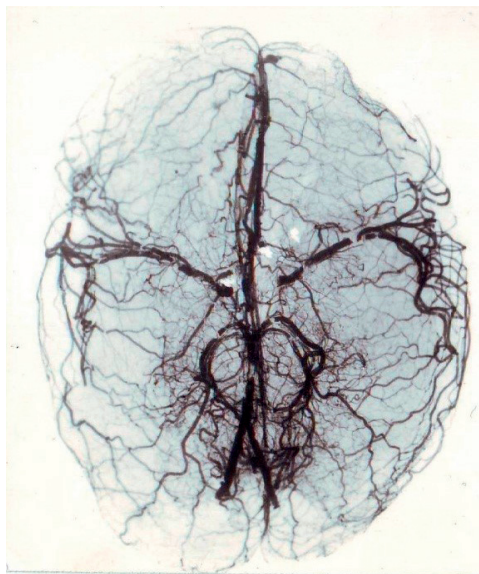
Основная форма артериального круга большого мозга. Средние, передние мозговые артерии с признаками выраженного сужения просвета с наличием атеросклеротических бляшек. Отпечаток с рентгеновского снимка. Артерии заполнены свинцовыми белилами
